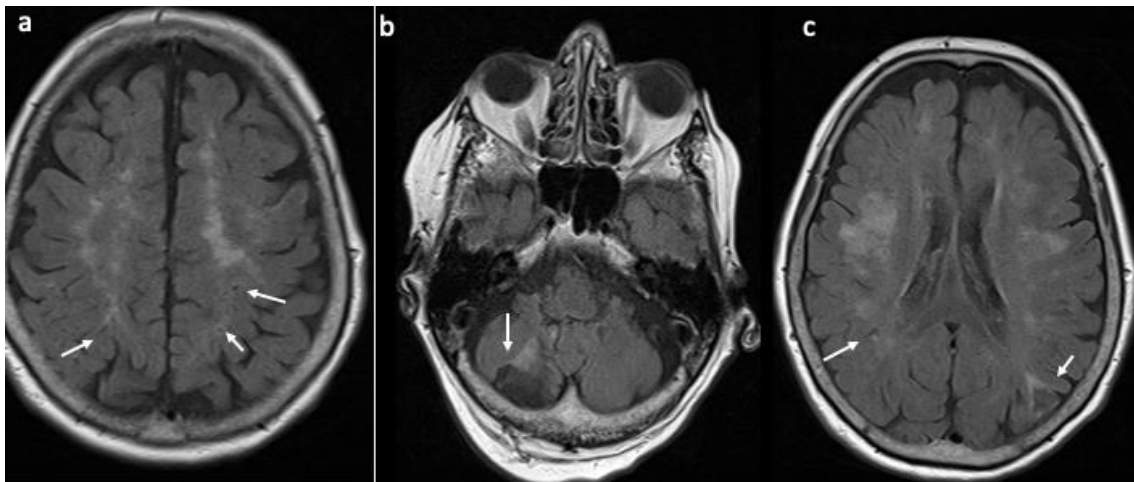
Axiale FLAIR-Sequenzen mit alten hämodynamischen Infarkten beidseits (a), abgelaufenem infratentoriellen Teilinfarkt rechts (b), alten lakunären embolischen Läsionen beidseits cortical und subcortical (c)
